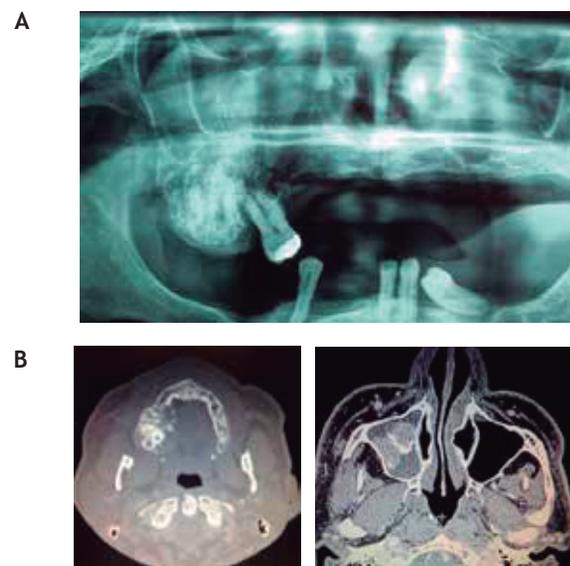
A) Rayos X Panorámico y B) Cortes axiales Tomografía senos paranasales y Macizo facial.
